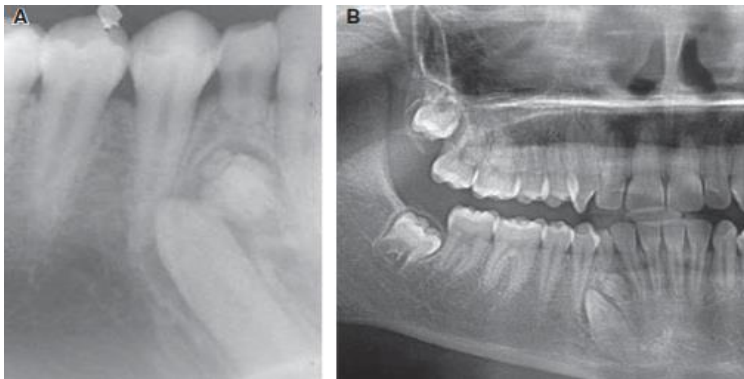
A) proyección periapical del odontoma complejo B) odontoma complejo en la zona premolar inferior. (28)
